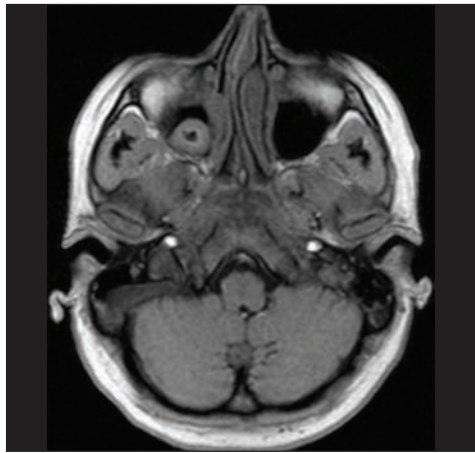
Міцетом. МРТ у режимі Т1
